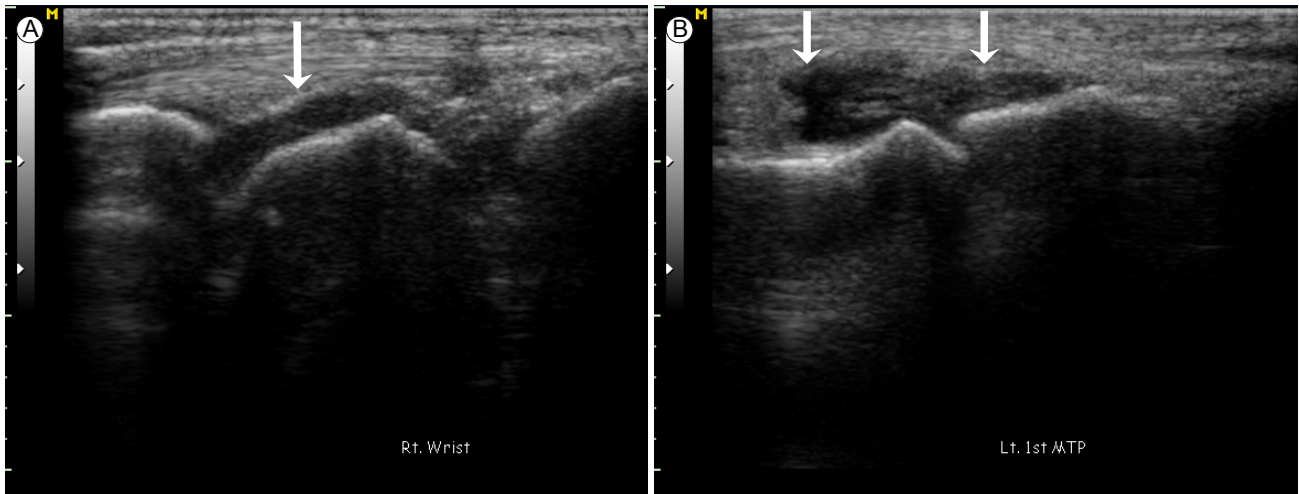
Gray-scale ultrasound findings of the carpus (A) and 1st metatarsophalangeal joint (B). (A) In the carpal joint, Grade 2 gray-scale synovitis (arrow; synovial thickening bulging over the line linking the tops of the periarticular bones but without extension along the bone diaphysis) is observed according to the semiquantitative 4 point scale (0-3) scoring system proposed by Szkudlarek et al. [16]. (B) In contrast, in the 1st metatarsophalangeal joint, Grade 3 gray-scale synovitis (synovial thickening bulging over the line linking the tops of the periarticular bones with extension to at least one of the bone diaphyses) is observed (arrows).
